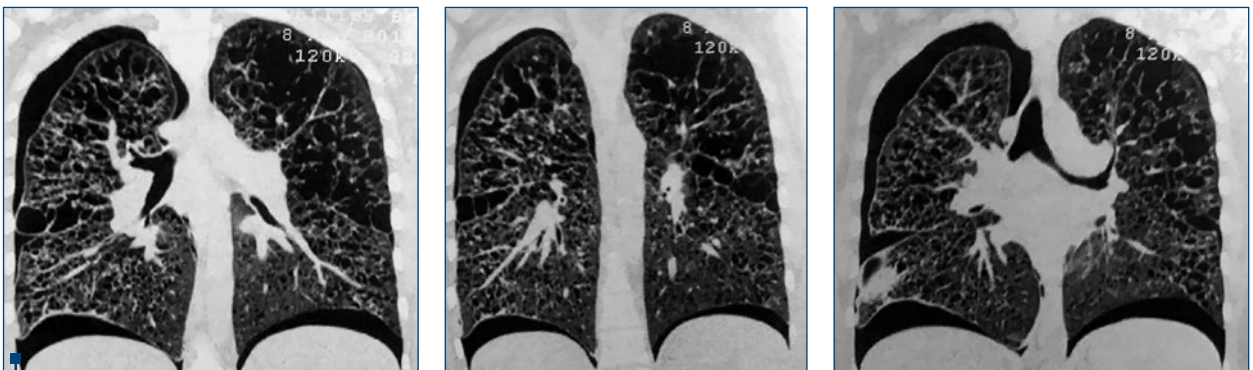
CT pulmonar efectuat la 5 zile post-partum - remarcăți importante modificări de structură și arhitectură la nivelul parenchimului pulmonar bilateral, mai accentuate la nivelul lobilor superiori, și pneumotorax persistent bilateral
